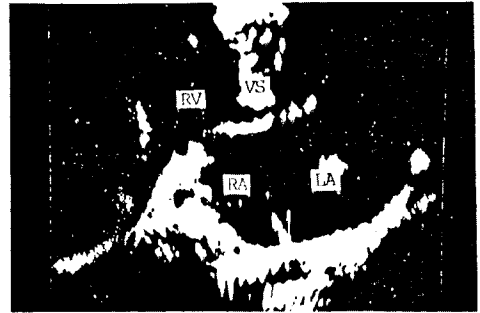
A apical four-chamber view in case II shows unattached anterior common leaflet visualized as plate of echoes over crest of ventricular septum and primum atrial septal defect. LA: left atrium, RA: right atrium, RV: right ventricle, VS: ventricular septum
